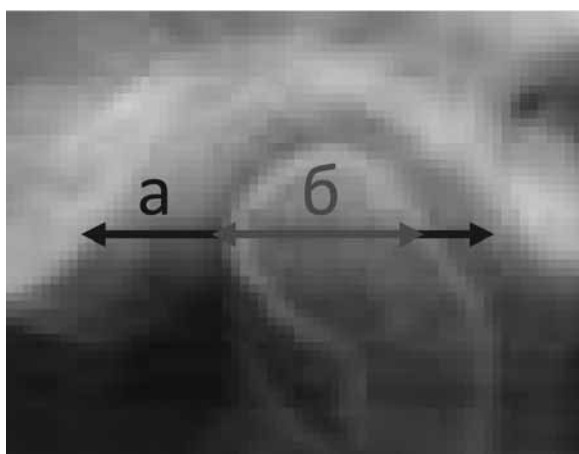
Определение морфометрического индекса ВНЧС с помощью ортопантомограммы: а) – измерение линейного размера суставной ямки; б) – измерение линейного размера головки нижней челюсти
